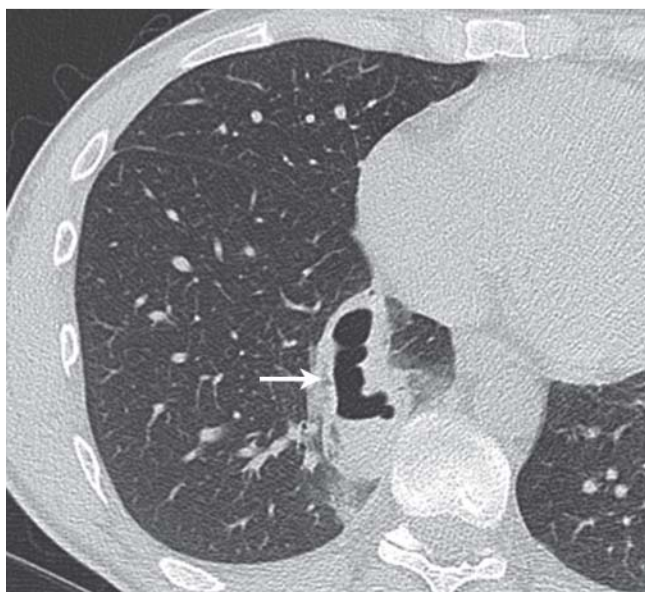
CT mit Lungenkontusion und posttraumatischer Pneumatozele (Pfeil).
